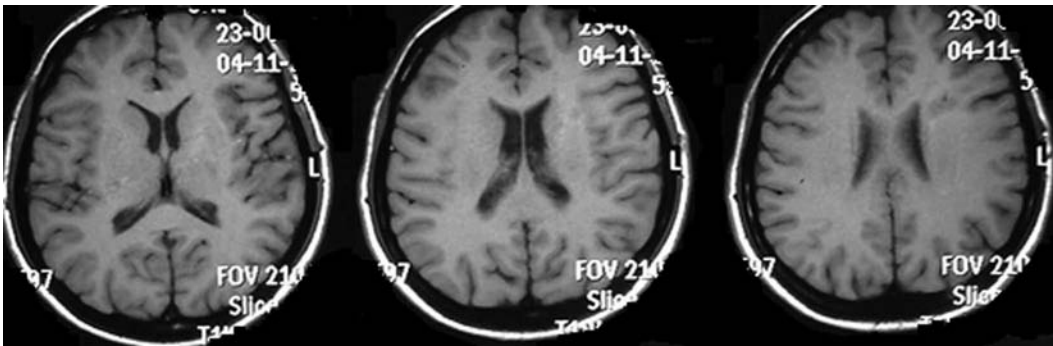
МРТ хворої Ш. через 6 міс після стереотаксичної аспірації абсцесу. Відсутність ознак ураження, компресії іпсилатерального шлуночка, набряку ГМ.
